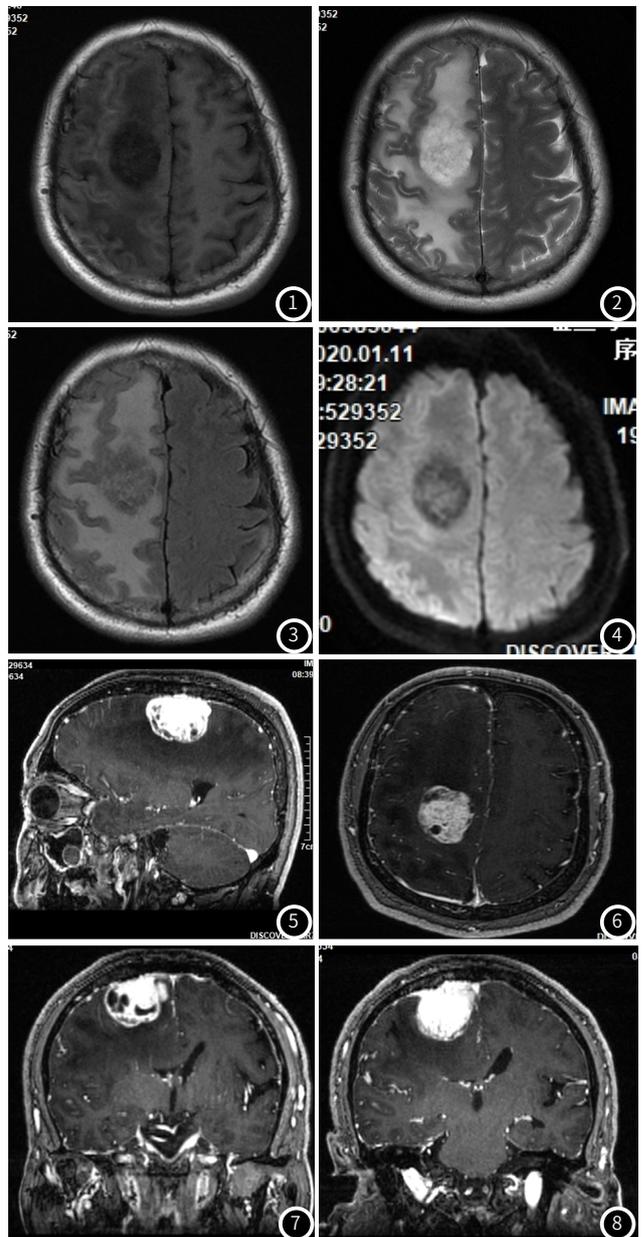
~8 患者男, 57岁, 以“家人发现患者左手不灵活6月余”为主诉入院 影像诊断: 右额部血管外皮细胞瘤 MRI平扫示: 右额部可见团块状长T₁(图1)长T₂(图2)信号, 其内信号不均, 边界尚清, FLAIR序列(图3)及DWI(图4)呈稍高信号。周边可见大片状长T₁长T₂信号, 右侧侧脑室受压, 中线结构向左移位。MRI增强示: 右额部团块状长T₁信号明显强化(图5~图8), 病灶内部信号不均, 其内可见多个类圆形未强化区。病灶宽基底与脑膜相连, 邻近脑膜可见不规则强化。周边水肿未见明显强化。
